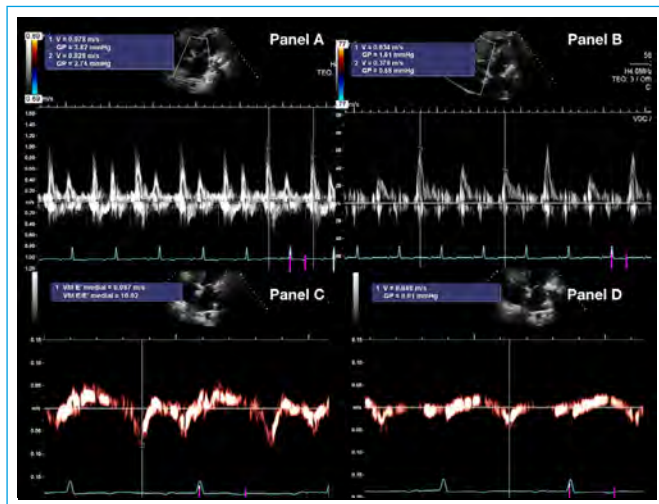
Panel A: patrón de llenado mitral en ETT que muestra variabilidad respiratoria exagerada. Panel B: patrón de llenado tricuspídeo en ETT que muestra variabilidad respiratoria exagerada. Panel C: Doppler tisular del anillo mitral medial que muestra velocidad de onda E' > 8 cm/s. Panel D: Doppler tisular del anillo mitral lateral que muestra velocidad de onda E' menor que la medial (*annulus reversus*)
